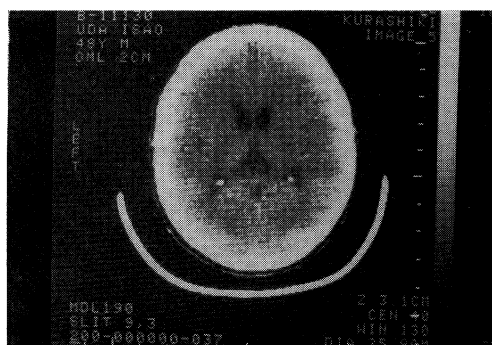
CT scan reveals slight atrophy of the caudate nucleus.
